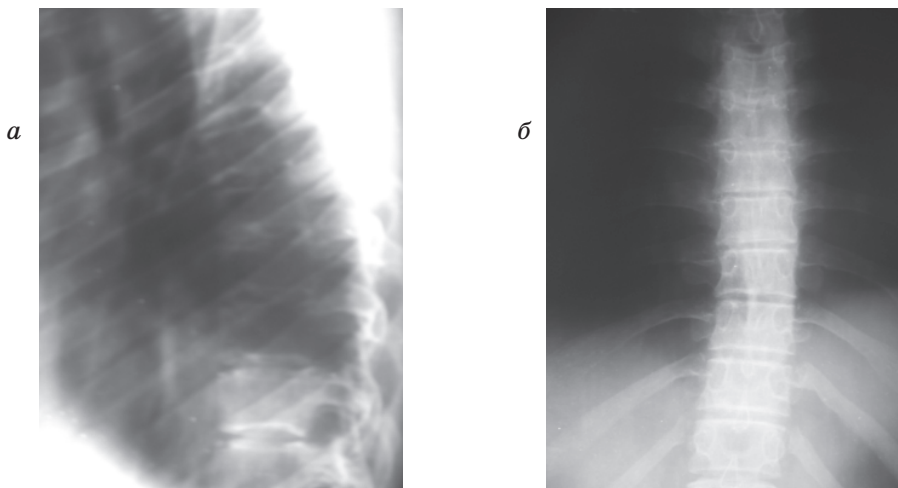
Рентгенограма грудного відділу хребта в бічній (а) і прямій (б) проекціях хв. Б., 19 років (група з мозаїчною формою СШТ): диспластичний остеохондроз, наявність точок скостеніння апофізів тіл хребців
